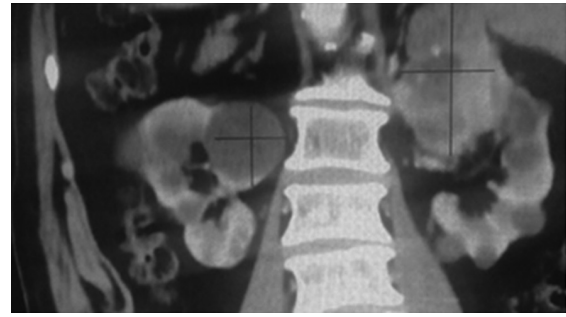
Tomografía abdominal, corte coronal, se observa tumor renal bilateral.
